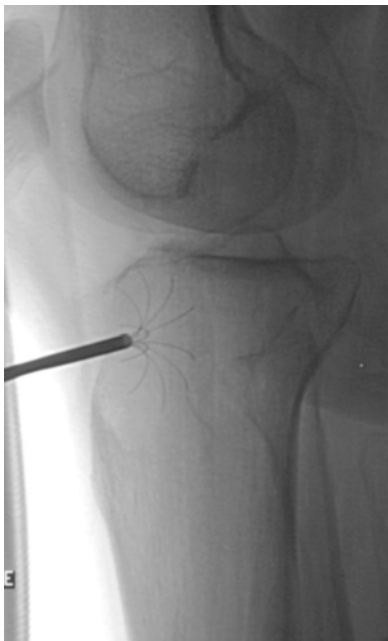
Radiographies conventionnelles. Métastase osseuse du tibia d'un mélanome malin. Réalisation d'une radiofréquence d'une aiguille de type « parapluie » permettant d'augmenter le volume tumoral traité.
